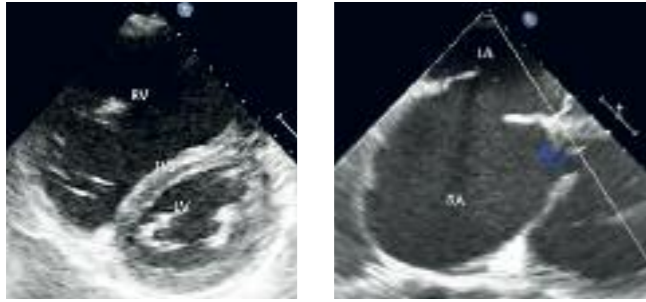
(li.): Echokardiografisch zeigt sich im transthorakalen parasternalen Querschnitt ein erheblich vergrößerter rechter Ventrikel als Ausdruck der Volumenbelastung durch den ASD mit abgeflachtem intraventrikulärem Septum als Zeichen für eine pulmonale Hypertonie.
